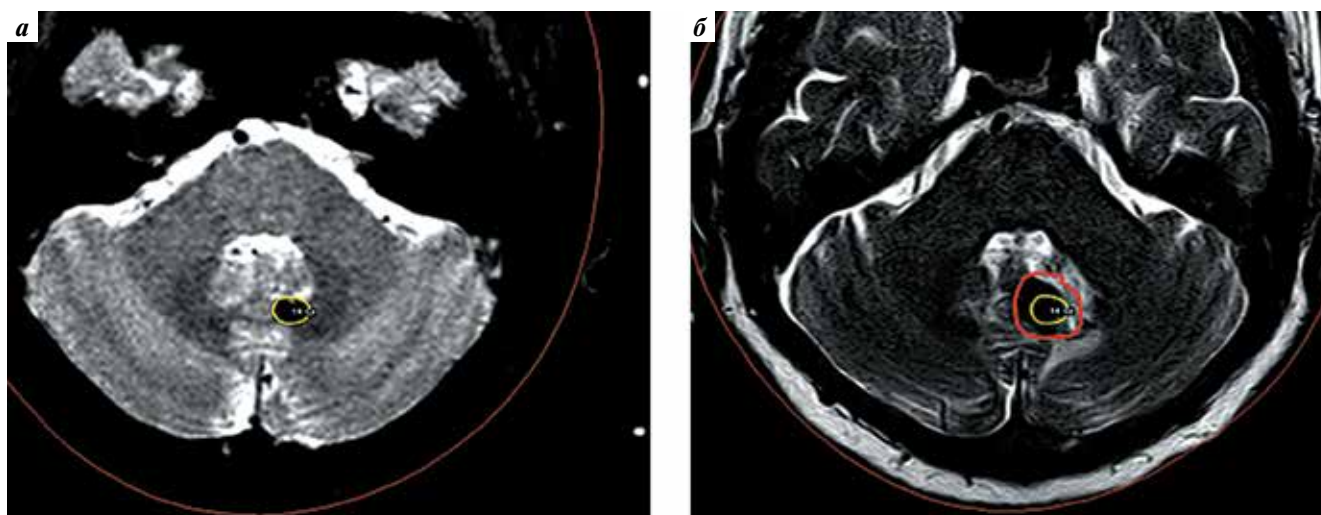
Магнитно-резонансная томография пациентки III., аксиальные срезы: а – перед сеансом радиохирургического лечения; б – через 2 года, вскоре после внутриочагового кровоизлияния с увеличением объема гемосидерина (красный контур) вокруг кавернозной мальформации. Краевая изодоза, соответствующая контуру мишени облучения, обозначена желтым
